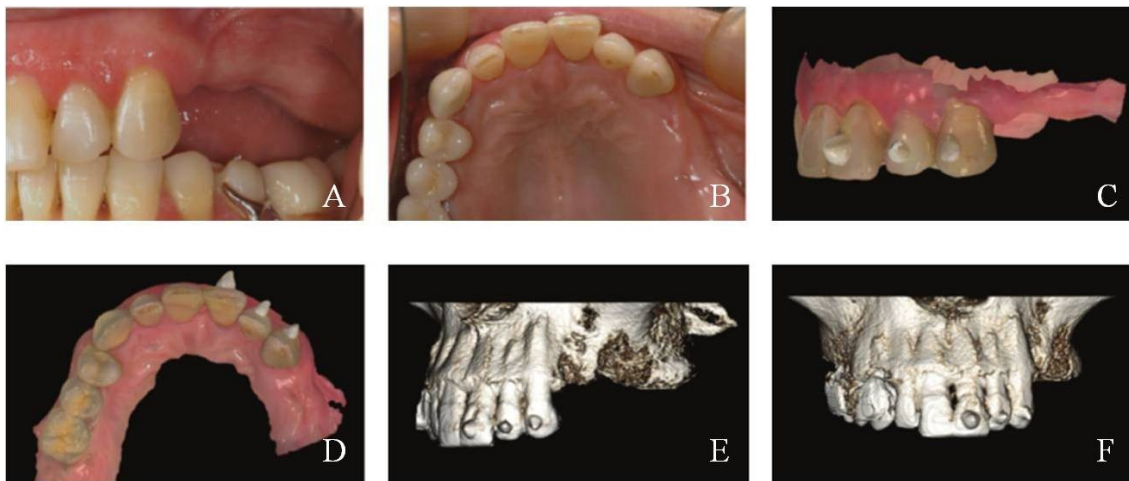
Planeamento virtual 3D da reabilitação com implantes dentários (adaptado de Dolcini et al., 2016). A - Quadro clínico pré-operatório, vista lateral; B - Quadro clínico pré-operatório, vista oclusal; C - Digitalização intraoral, vista lateral; D - Digitalização intraoral, vista oclusal; E - CBCT, vista lateral; F - CBCT, vista frontal.
